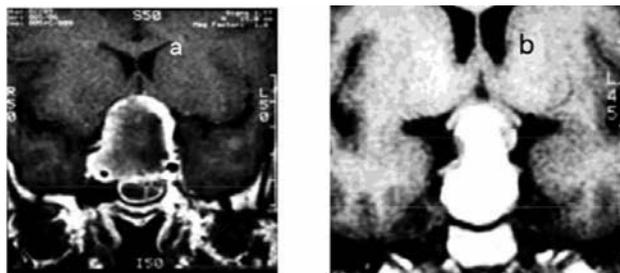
МРТ турецкого седла с признаками острого кровоизлияния в гипофиз у двух пациентов: (а) гиперинтенсивный участок в области перекреста зрительных нервов на T1-взвешенных изображениях без контрастирования; (б) периферический ободок на T1-взвешенных изображениях с контрастированием
